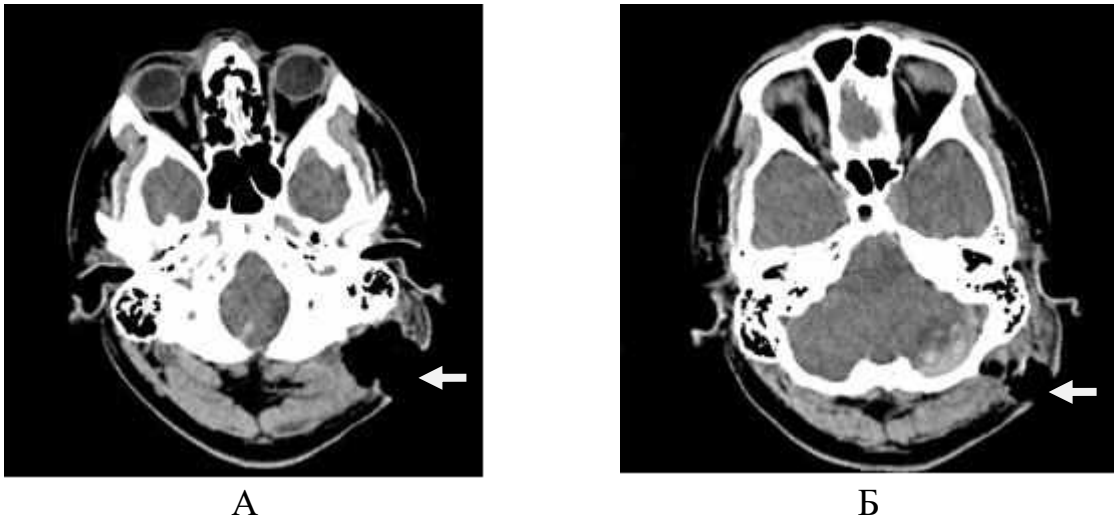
Спостереження №15. Поранений Д-ов. 25 років, історія хвороби Ф100. КТ черепа й головного мозку ВПМТСЧ — аксіальна проекція. Стрілками вказані металеві осколки діаметром 4–5,5 мм у м'яких тканинах лівої скронево-тім'яної області.
